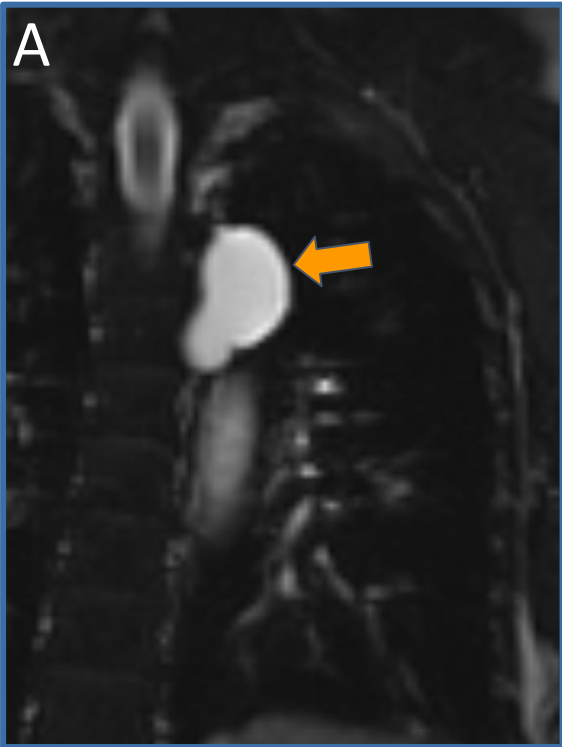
A. RM de tórax T2 coronal. Lesión hiperintensa de bordes bien definidos paravertebral izquierda (flecha).
